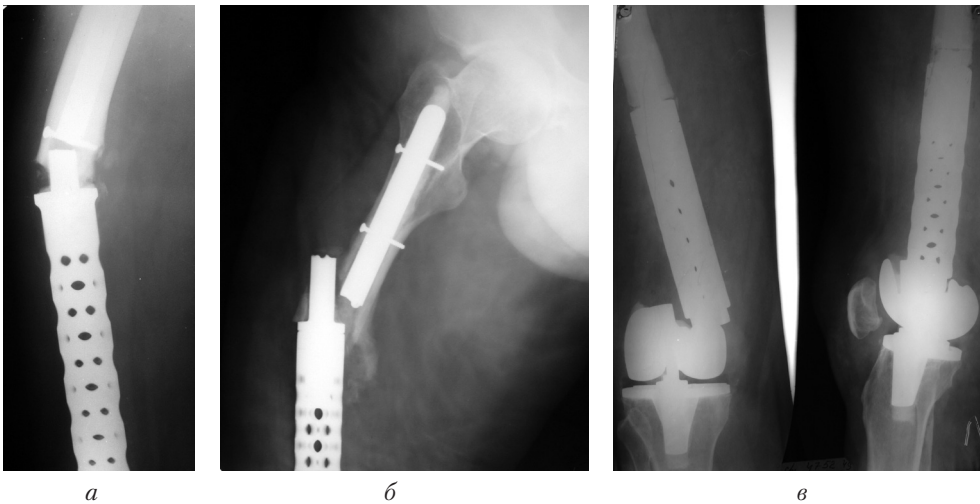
Фотовідбитки рентгенограм пацієнтів із переломами ніжки (*а, б*) та тіла (*в*) ендопротеза дистального відділу стегнової кістки
